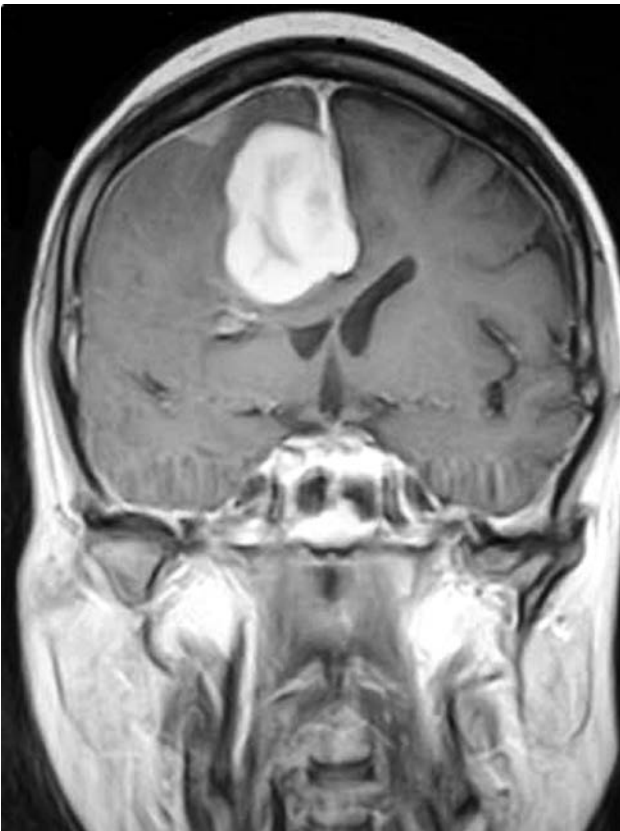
MRI coronal ponderada en T1 poscontraste que muestra una lesión brillante con reforzamiento que surge de la hoz del cerebro, con edema moderado y efecto de masa sobre el ventrículo lateral derecho. Se trata de un meningioma de la hoz del cerebro. Nótese también el pequeño meningioma separado que deriva de la duramadre sobre la convexidad cerebral.
